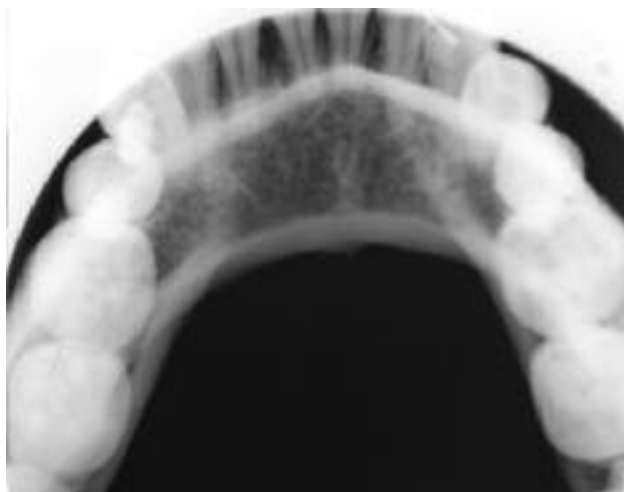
Radiografía oclusal mandibular.
